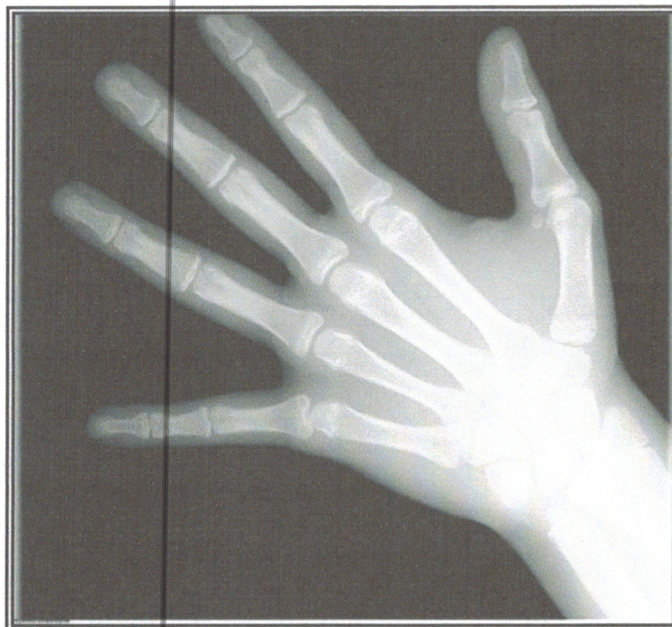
Radiographie du poignet objectivant l'os sésamoïde
